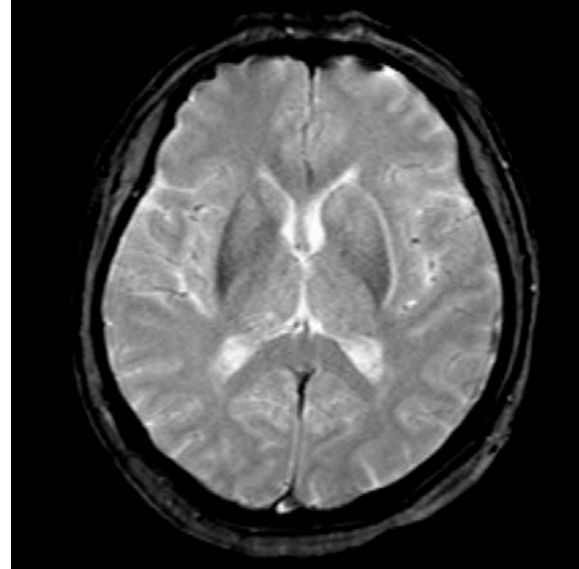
Axial gradient-echo MRI revealed that the right caudate nuclei and the lentiform nucleus are normal because of this parenchymal hemorrhage or hemorrhagic infarct is excluded.
